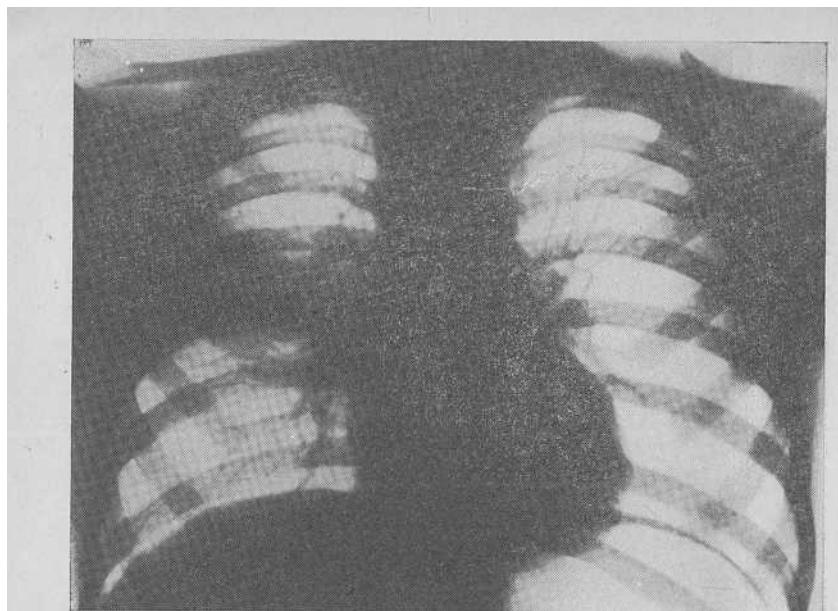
Перициссурит правого легкого. Рентгенограмма.
